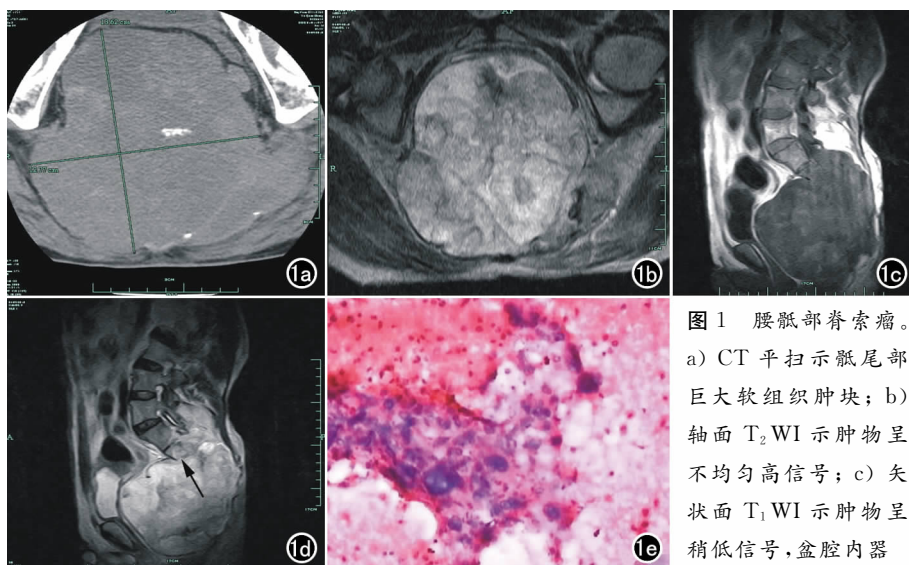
腰骶部脊索瘤。a) CT平扫示骶尾部巨大软组织肿块; b) 轴面T₂WI示肿物呈不均匀高信号; c) 矢状面T₁WI示肿物呈稍低信号,盆腔内器
